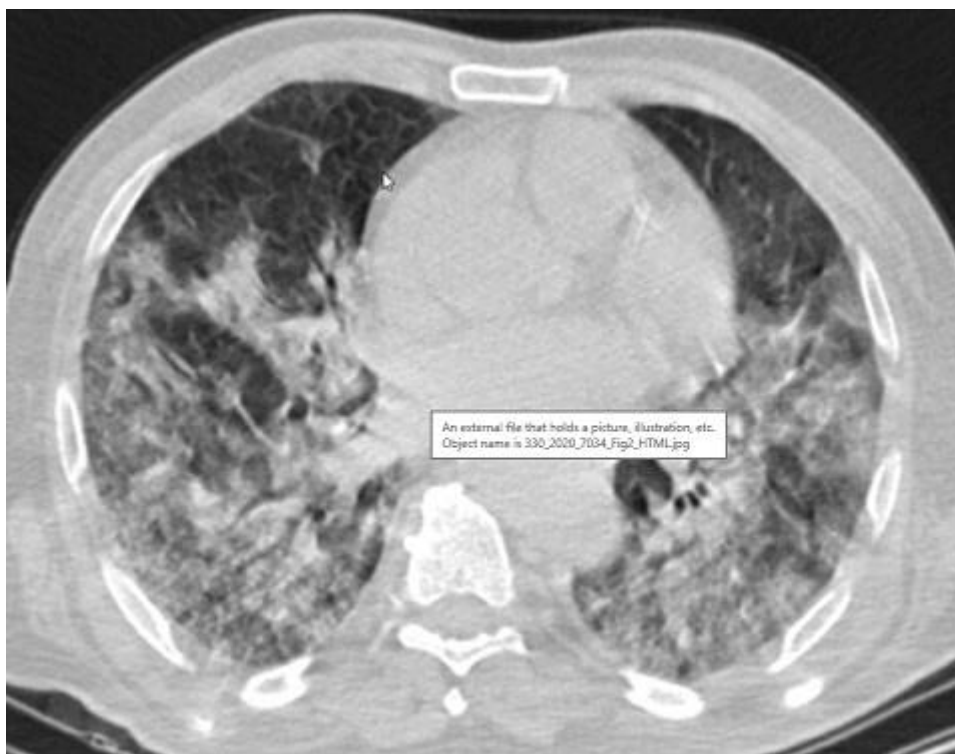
Extensive motion artifacts in transverse, low-dose, non-contrast chest CT image of a 77-year-old man with RT-PCR positive COVID-19 pneumonia (CTDIvol 4.9 mGy). Despite motion artifacts, it is possible to detect multifocal bilateral pulmonary opacities. Although suboptimal, chest CT was not repeated
